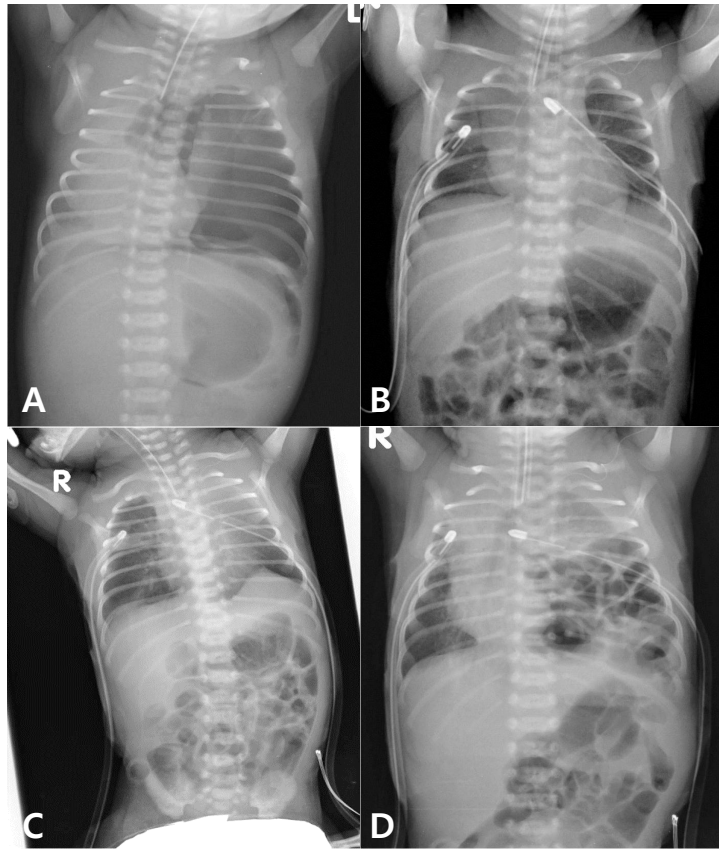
(A) Chest radiograph after birth. Chest X-ray shows tension pneumothorax, pneumomediastinum and free air in abdomen. (B) Chest radiograph at postnatal age of 48 hours shows improved tension pneumothorax, pneumomediastinum and free air in abdomen. (C) Chest radiograph at postnatal age of 4 days shows abnormal finding of left side diaphragm, suggests diaphragmatic eventration. (D) Chest radiograph at postnatal age of 5 days. It shows air-filled bowels loops in the left hemi thorax shifting the mediastinum to the right. Displacement of the trachea and heart to the right suggesting a space occupying process in the left hemithorax.
